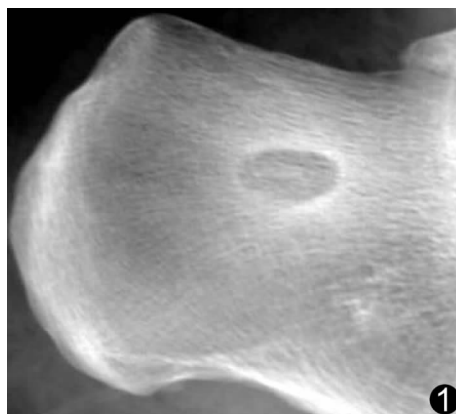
X 线平片 左跟骨松质骨内见椭圆形骨密度减低区
